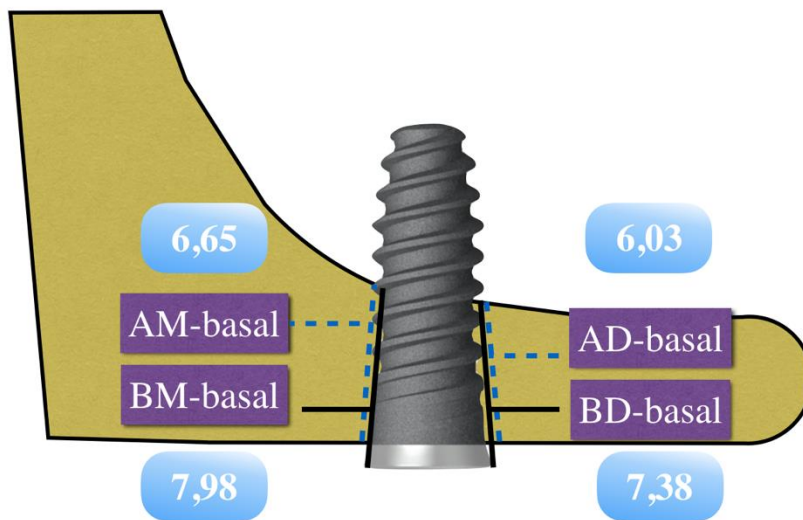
Valores medios obtenidos en las variables basales analizadas medidas en las radiografías tomadas el día de la cirugía (día 0) expresadas en milímetros.
